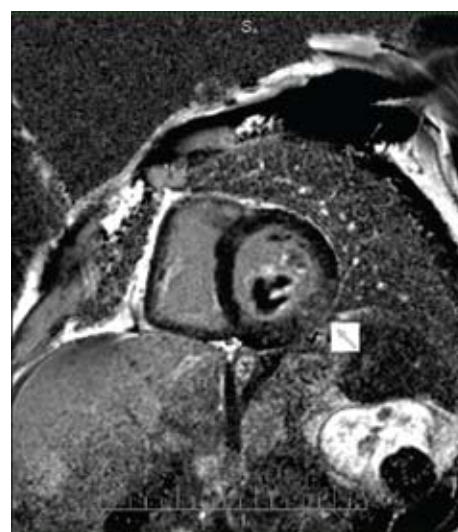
RMN cardíaca, incidência do eixo curto, sequência eco de gradiente com pulso de inversão efectuada 10 minutos após a injeção endovenosa de 0,2mmol/kg de quelato de gadolínio. Seta: área de realce tardio transmural localizada na parede infero-lateral do ventrículo esquerdo.
